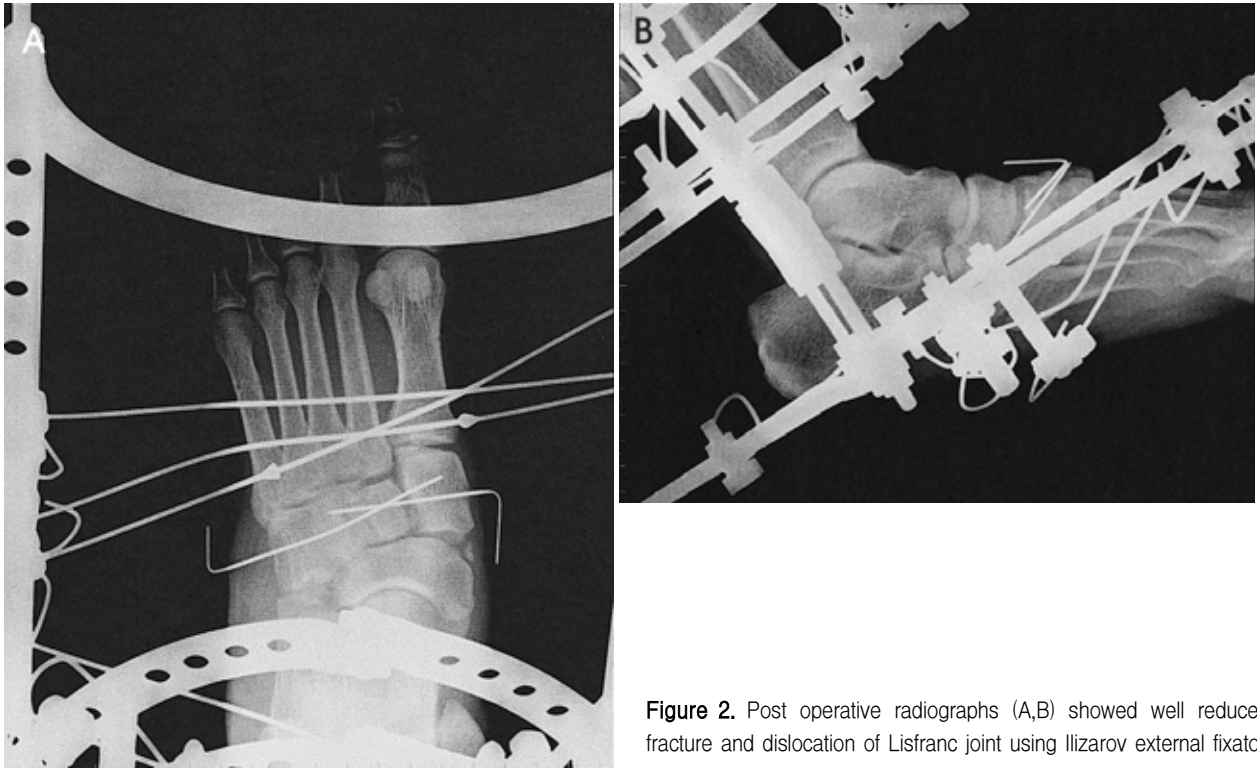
Post operative radiographs (A,B) showed well reduced fracture and dislocation of Lisfranc joint using Ilizarov external fixator.
